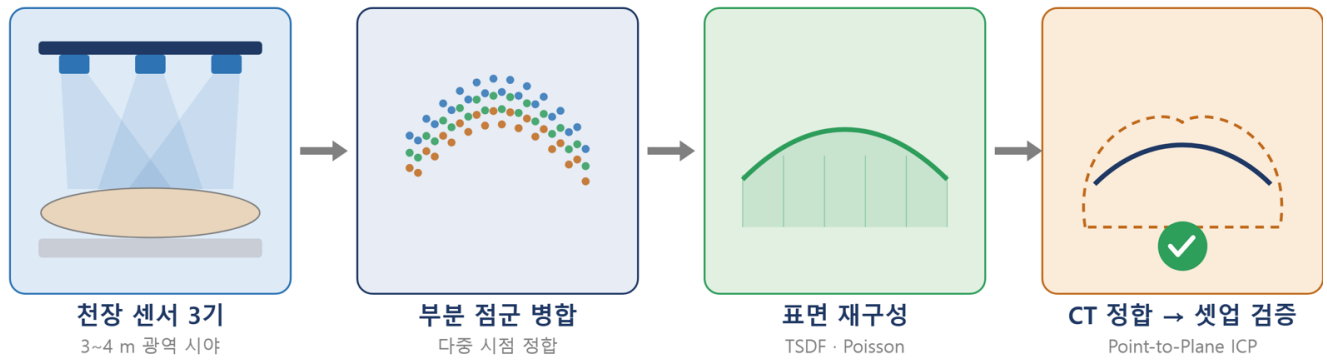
원거리 트랙 - 여러 시점의 점군을 병합해 표면을 만들고 계획 CT에 정합합니다
